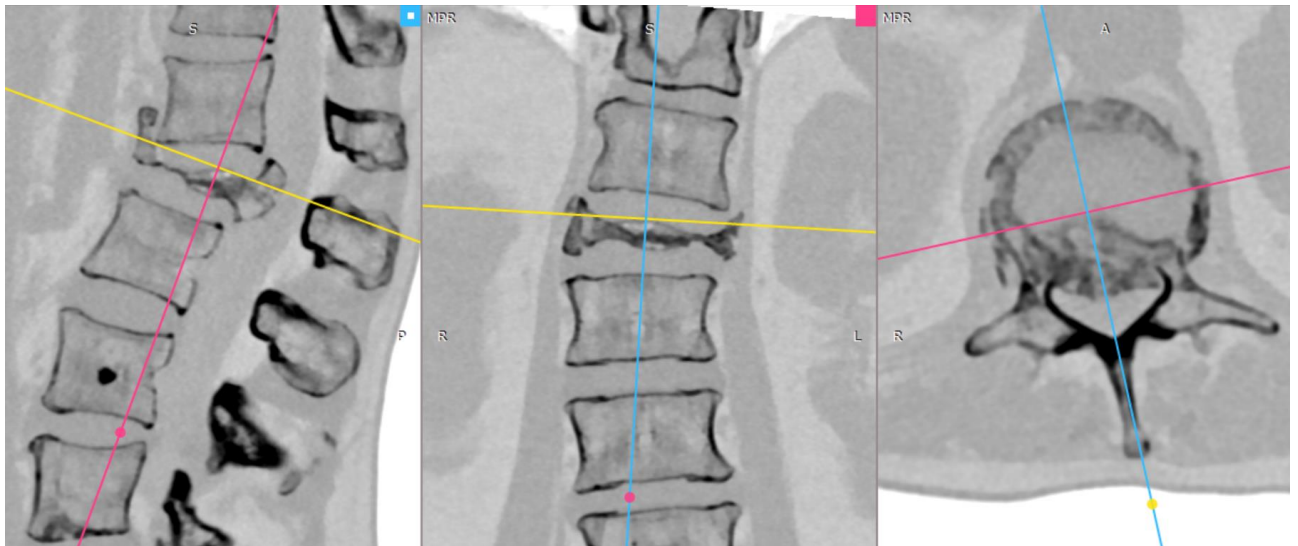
СКТ пациентки У. при поступлении (мультипланарная реконструкция)
